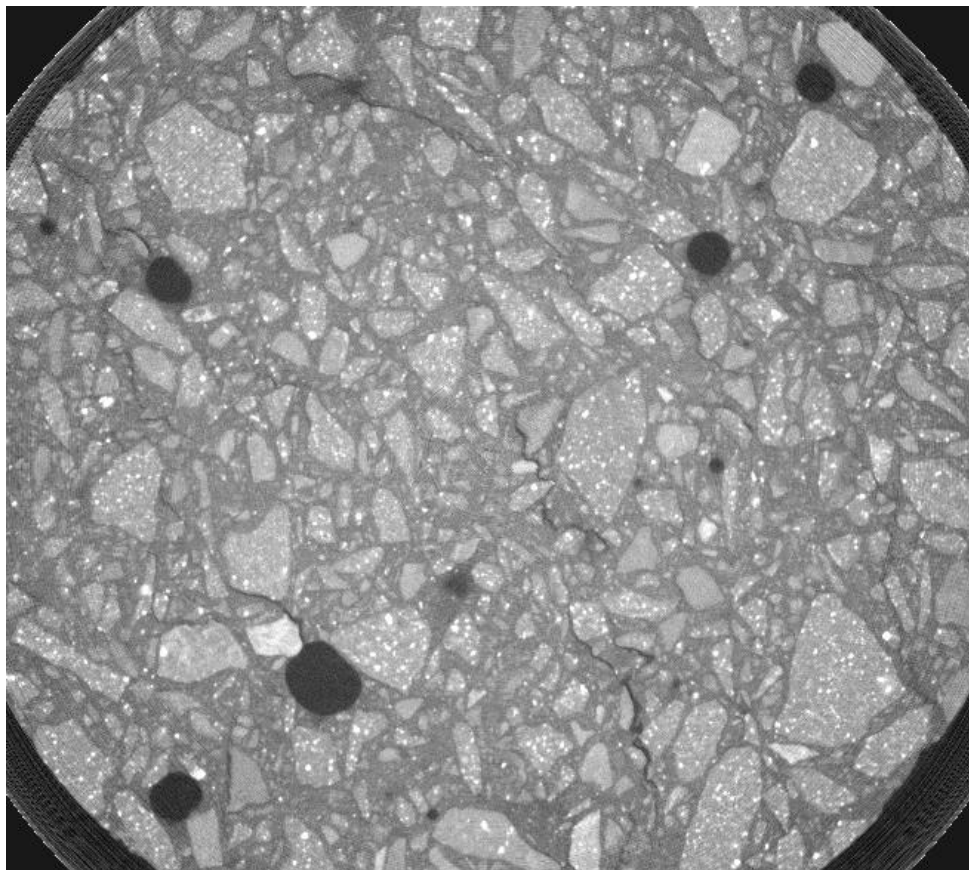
Срез томограммы керна, проекции получены с использованием компенсирующего фильтра. На срезе чётко различимы структурные элементы горной породы, поры и микротрещины. Размер вокселя 50 мкм
